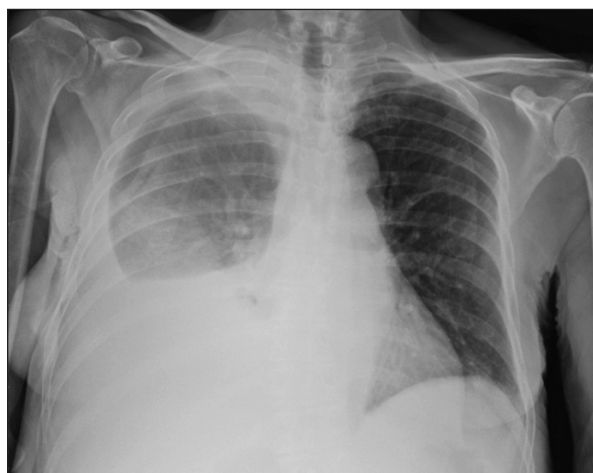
Radiographie de thorax réalisée en décubitus. On observe un épanchement pleural droit avec la ligne de Damoiseau et une asymétrie entre les champs pulmonaires correspondant au liquide qui se mobilise lors du décubitus.
